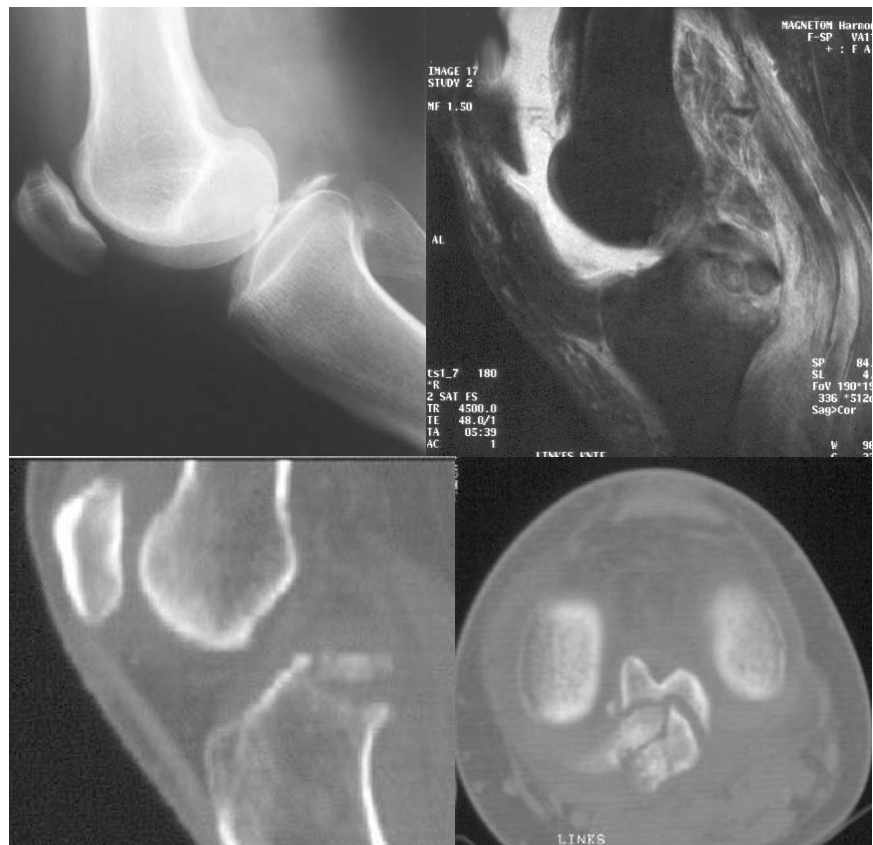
▲ Stellenwert des CT zur Beurteilung frischer Tibiakopffrakturen und posttraumatischer Stufenbildung der knöchernen gelenkbildenden Strukturen. Hier knöcherner Ausriss des hinteren Kreuzbands im Vergleich von Röntgen, MRT und CT
